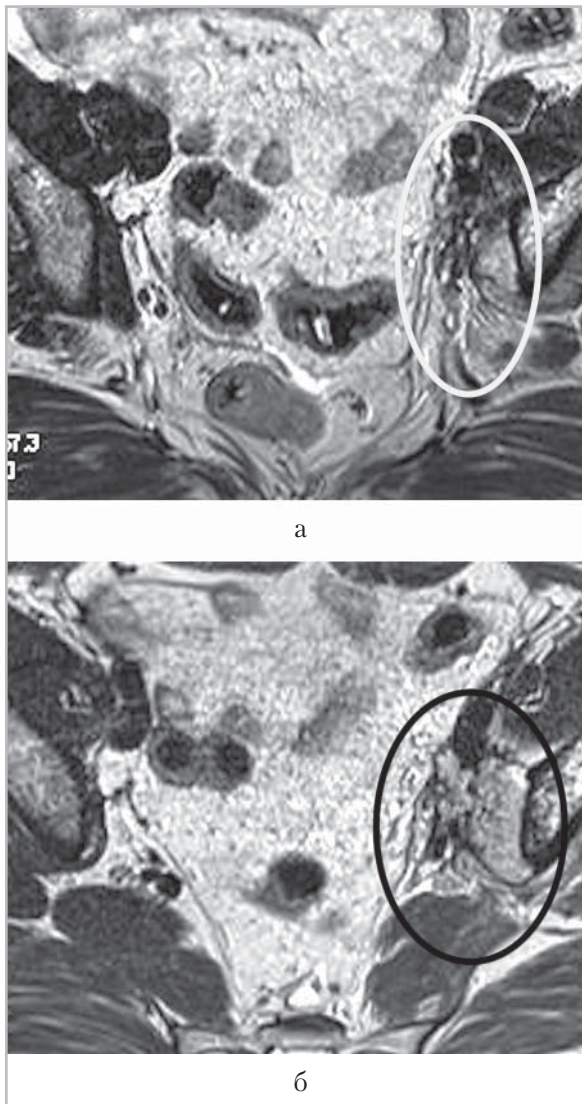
МР-томограммы органов таза у больной раком эндометрия через 9 и 12 мес после комплексного лечения (Т2-ВИ в аксиальной проекции): *а* — на томограмме обведена зона фиброзно-рубцовой деформации, расположенная ниже бифуркации общих подвздошных сосудов, на фоне которой отмечается появление рецидивной опухоли в виде дополнительного образования, прилежащего к подвздошной кости, имеющего сигнал практически изоинтенсивный жировой клетчатке; *б* — на фоне фиброза в выделенной области определяются опухолевые массы, интимно прилежащие к подвздошной кости, увеличившиеся в объеме и вовлекающие адвентицию сосудов
